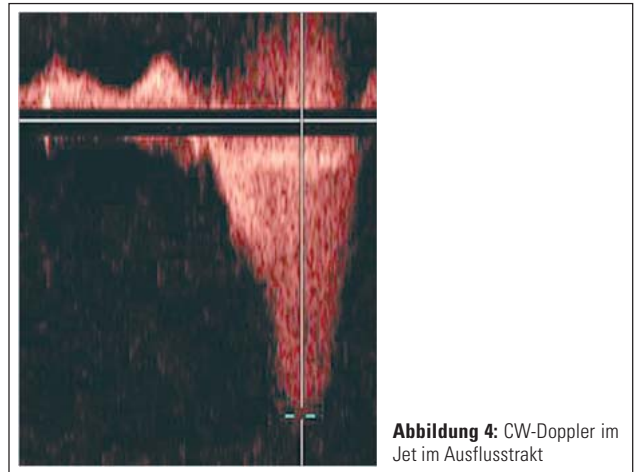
CW-Doppler im Jet im Ausflusstrakt
